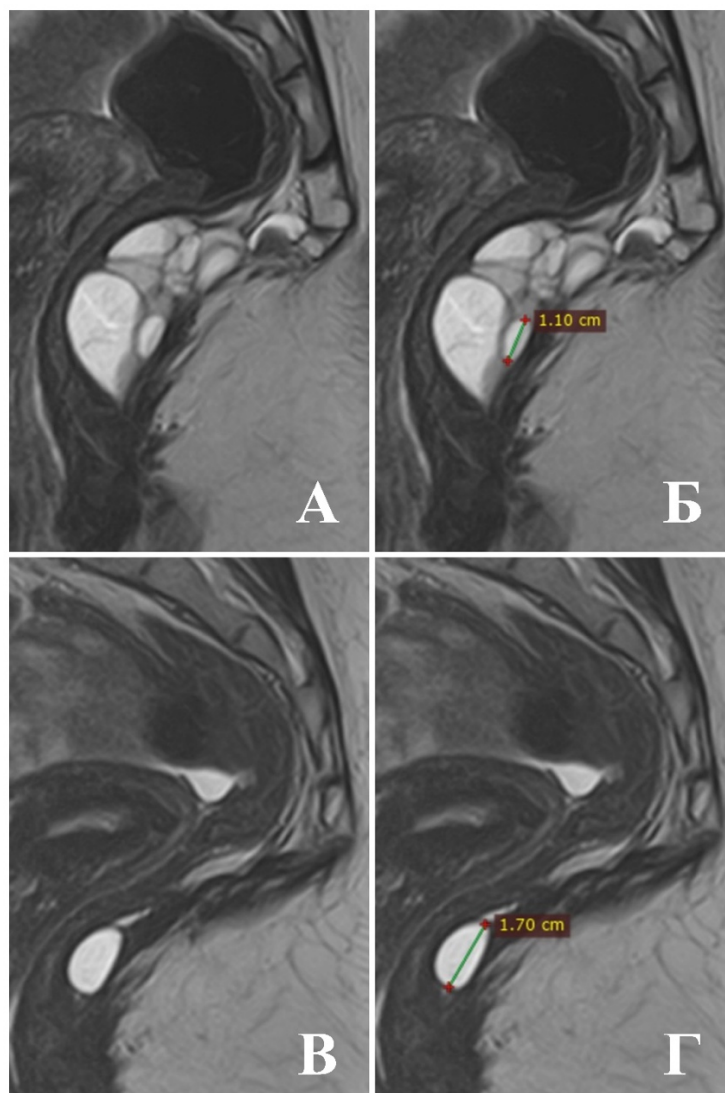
Рецидив ПК: А, Б – МРТ до операции, размер камеры кисты, предположительно послужившей причиной рецидива составил 1,1 см; В, Г – МРТ через 12 месяцев после операции – размер кисты увеличился до 1,7 см
